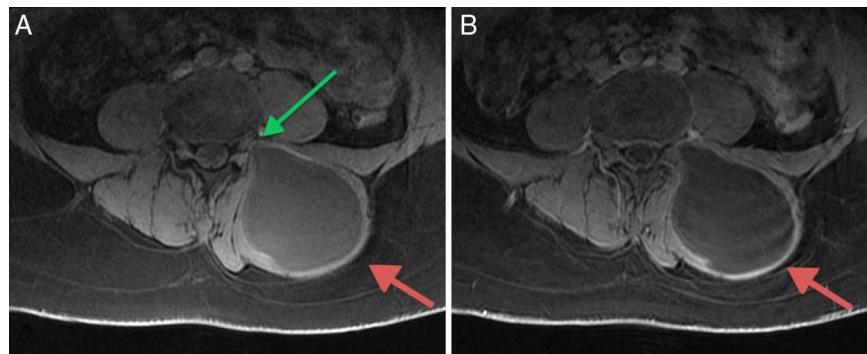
Imágenes de RM, planos axiales. A. Imagen potenciada en T1, con saturación de la grasa; el quiste hidatídico (flecha roja) está situado en el espesor de la musculatura paravertebral lumbar izquierda, es hipointenso y su contenido es homogéneo. Nótese la íntima relación del aspecto más anterior y medial de la lesión con el agujero de conjunción izquierdo de L4-L5 (flecha verde). B. Imagen potenciada en T1, con saturación grasa y obtenida tras la administración de contraste intravenoso, en la que no se observan captaciones de contraste a nivel de la lesión quística (flecha roja).
